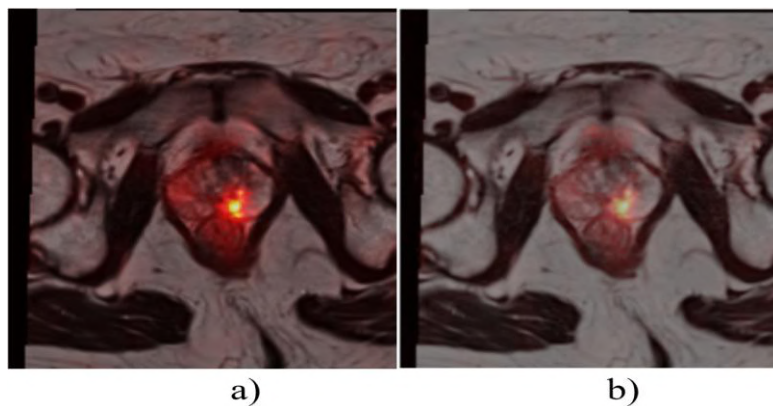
Results of MRI/PSMA-PET fusion at different decomposition levels: (a) rbio3.1 at level 4; (b) Haar at level 6.
